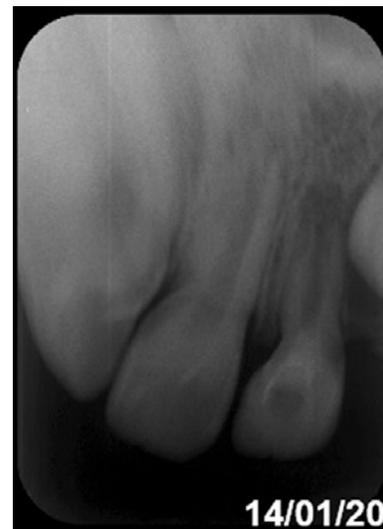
Radiografía control inmediato
